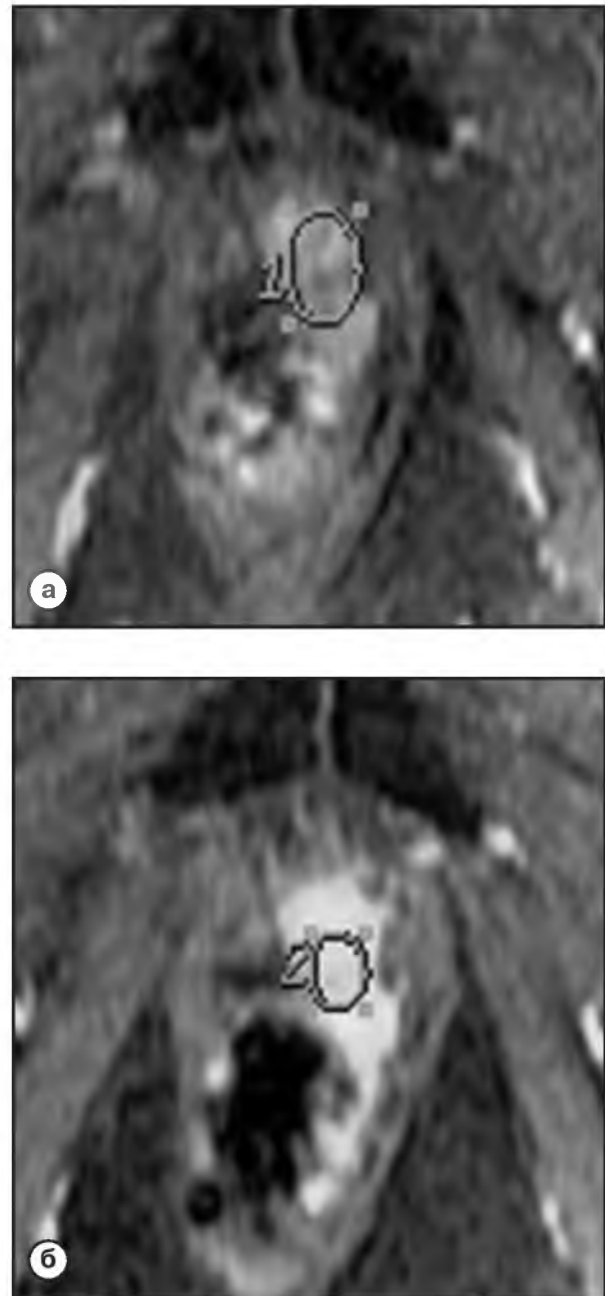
При сопоставлении постконтрастных томограмм, полученных в первую минуту после внутривенного введения Gd-DTPA и гадобутола (а и б соответственно), отмечается более интенсивное контрастирование участка продолженного роста опухоли при применении 1,0-молярного препарата
